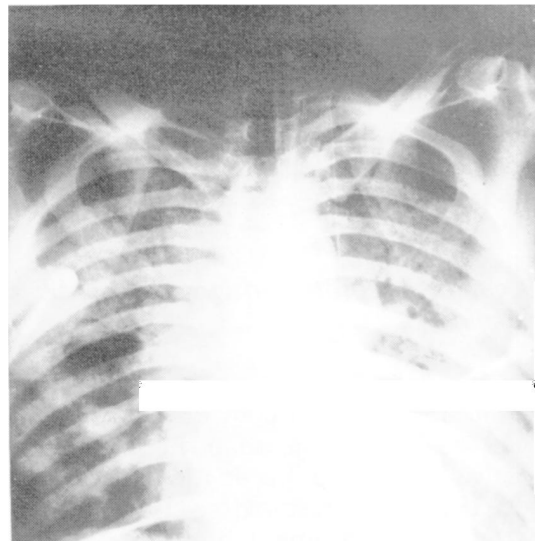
Radiografia da tórax mostrando edema agudo de pulmão típico da SARA. O infiltrado alvéolo-intersticial é difuso e bilateral, com características de “pulmão branco”. Ausência de cardiomegalia.
